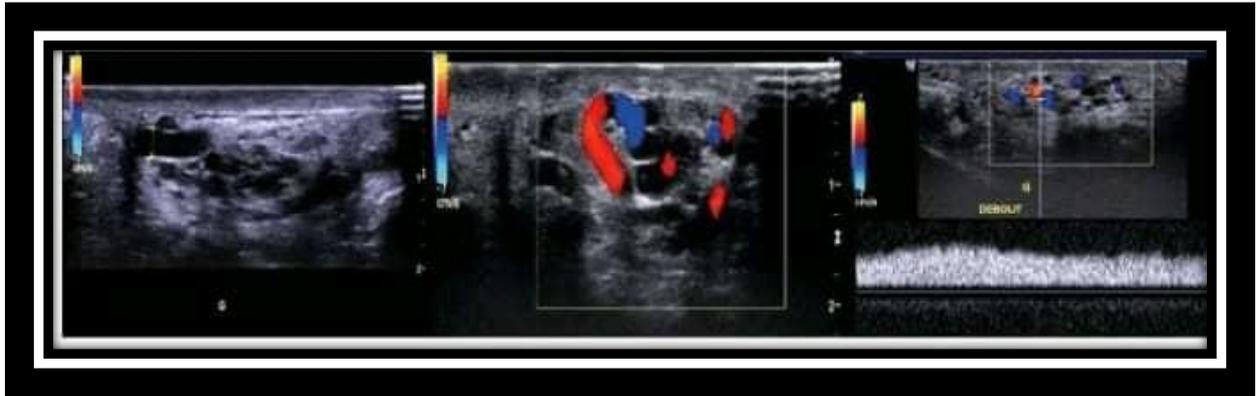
Flux sanguin testiculaire sur Echodoppler
